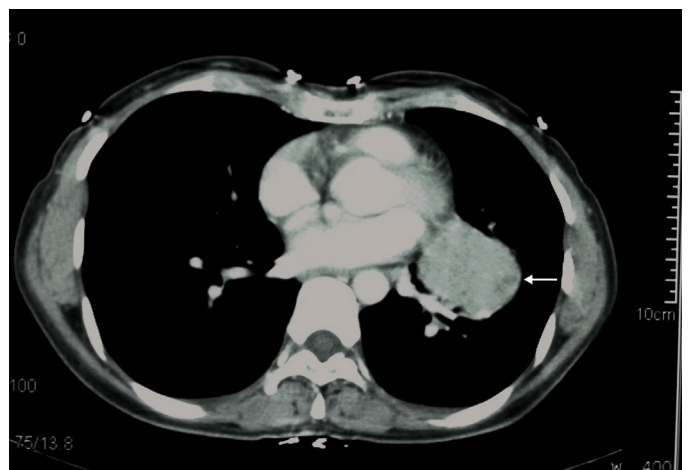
Localización infrahiliar izquierda en la TC torácica (flecha).
